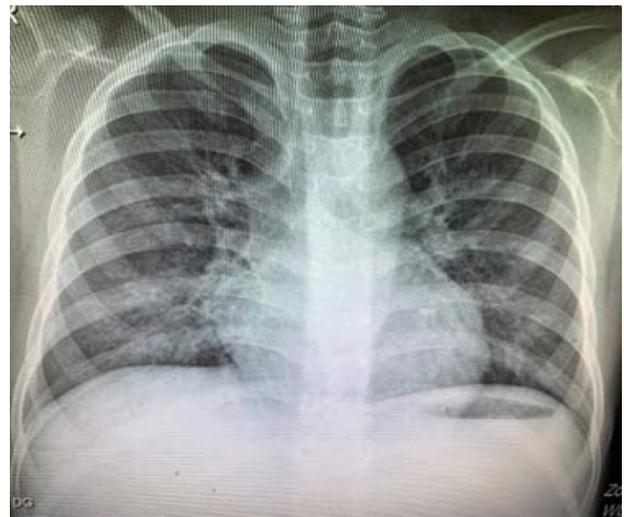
Radiografía de torax de control a los 18 días.
